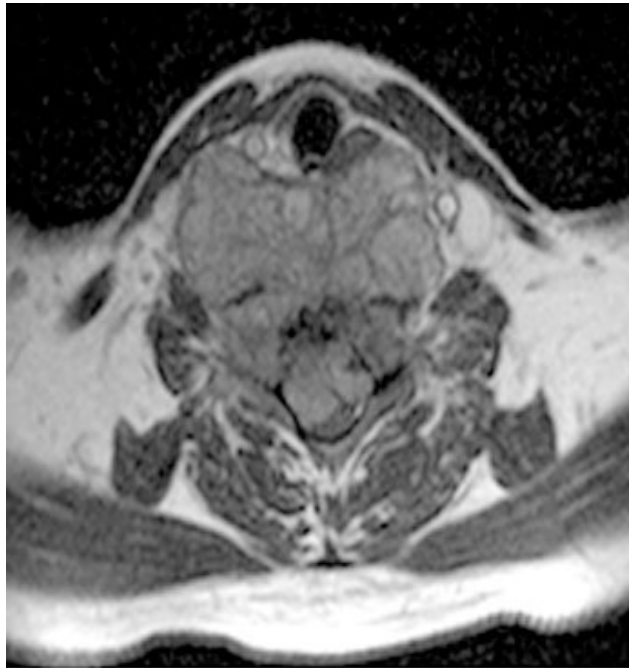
Corte axial de RMN con imagen tumoral isointensa en secuencia de T1.
